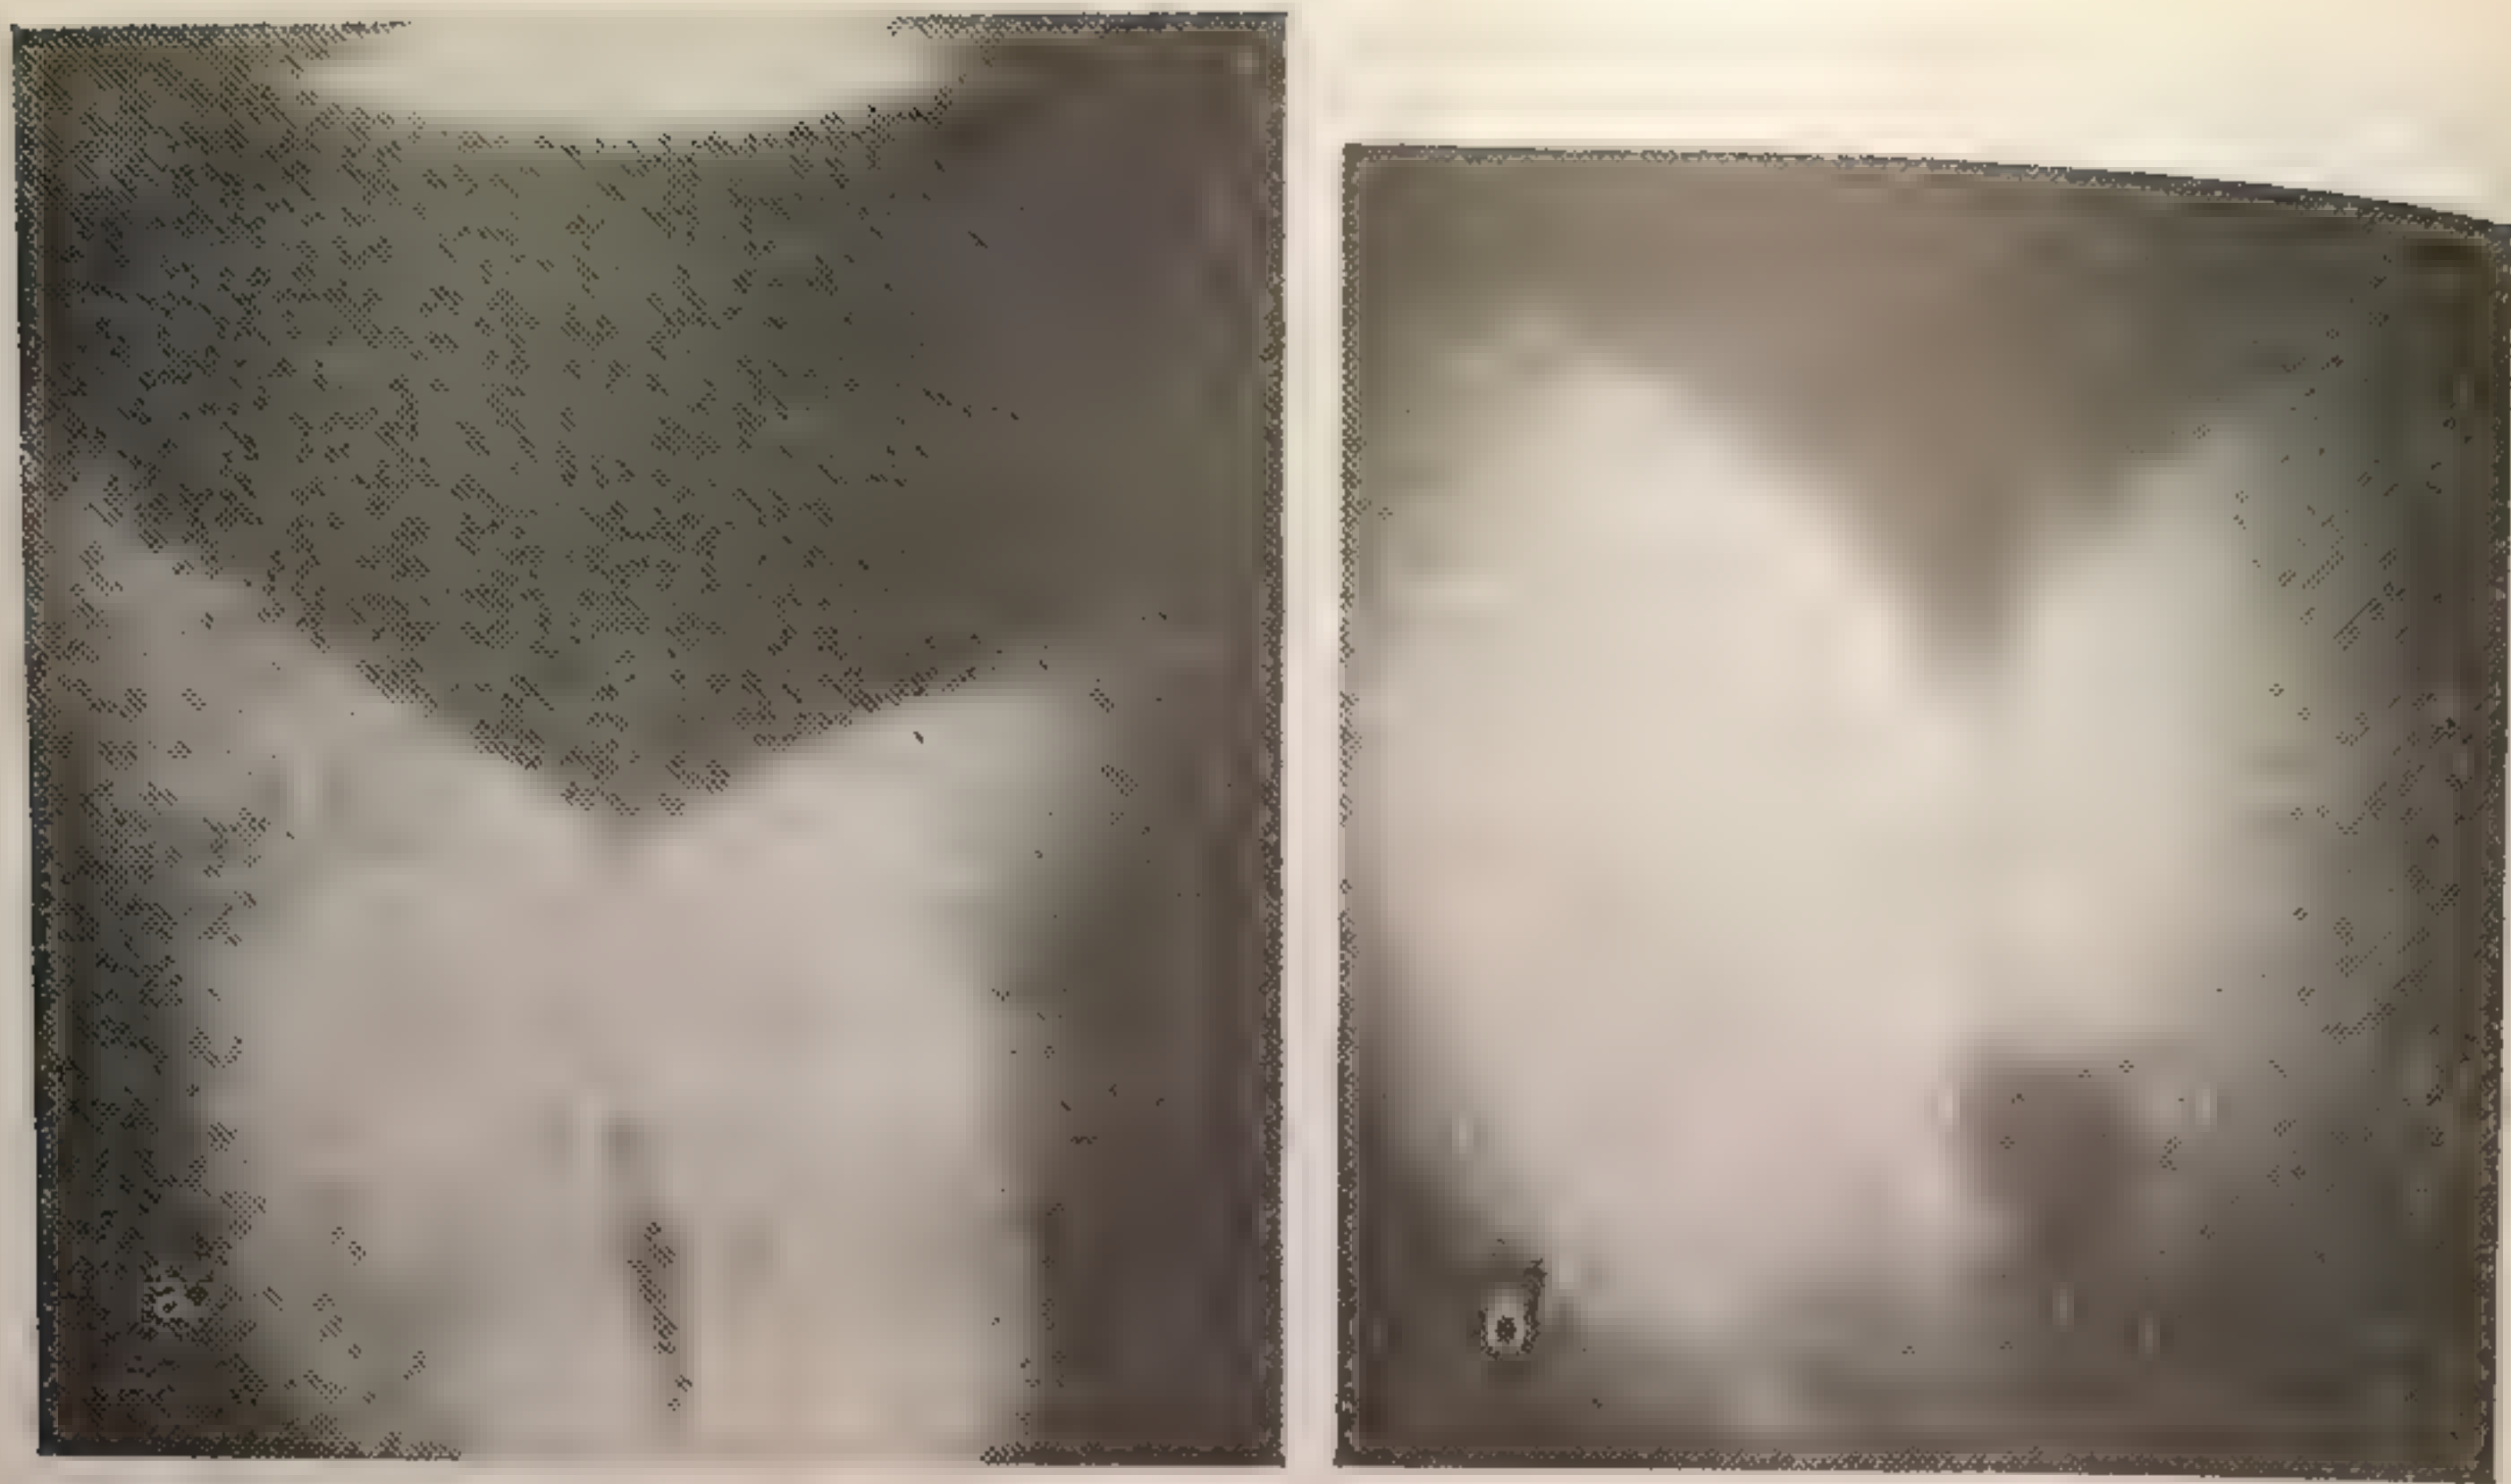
Рентгенокинематограмма.
